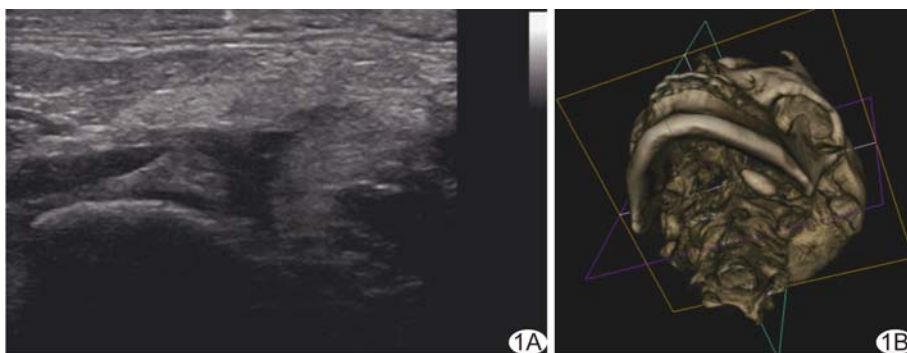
颌下腺导管巨大结石 A. 二维声像图; B. 锥形束 CT 三维成像
